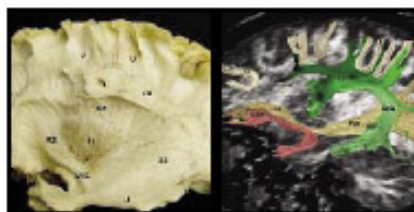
(Esquerda) Foto anatômica. (Direita) Tomografia. FOI= fascículo fronto-occipital inferior; UNC= fascículo uncinado; PT= pedículo; CR= coroa radiada; U= fibras em U; LS= fascículo longitudinal superior; LI= fascículo longitudinal inferior; FLSH= fascículo longitudinal superior segmento horizontal; ARQ= fascículo arqueado.
